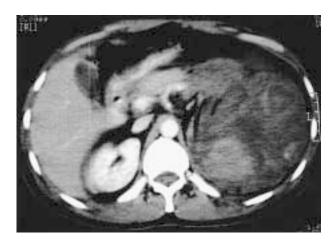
Caso 3: Tomografía axial computarizada, tomada un mes después de la primera cirugía, la cual muestra hematoma perirrenal izquierdo, sin poderse delimitar el borde del parénquima renal izquierdo.
